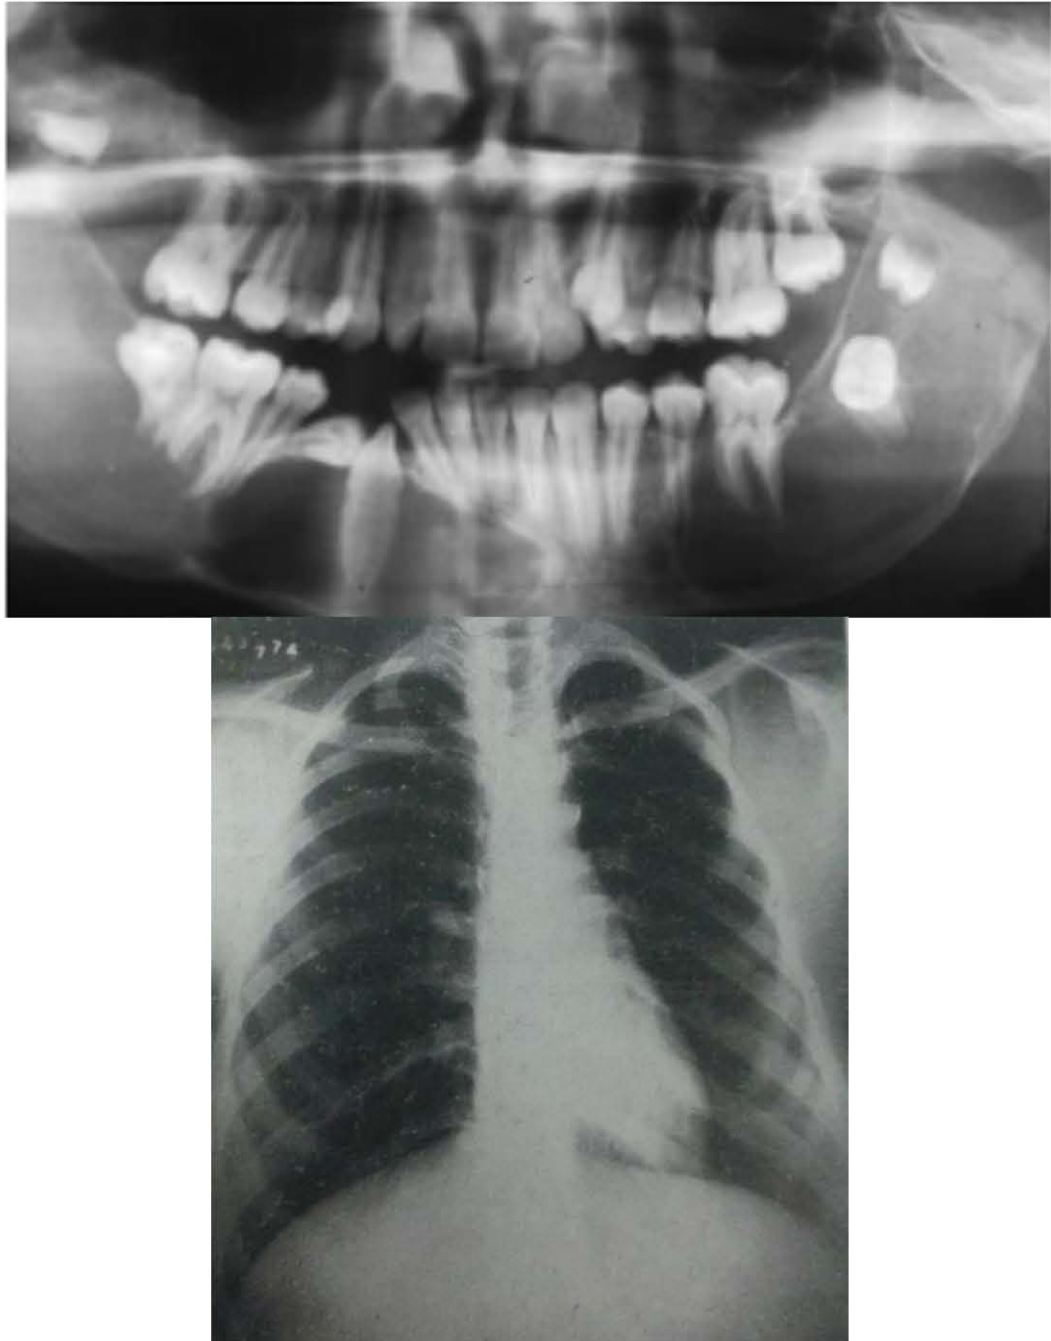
Ortopantomografía de un paciente con múltiples Tumores Odontogénicos Queratinizantes y radiografía de costillas bífidas. Imagen tomada de Acero y Cols.⁷
